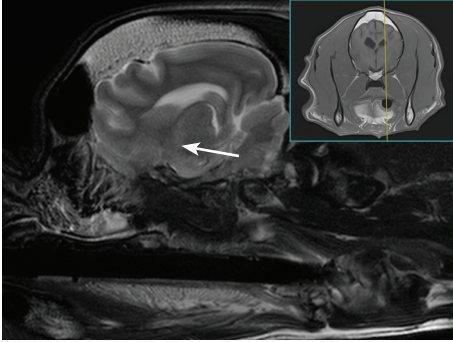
RM. Encéfalo: Plano sagital. Imagen T2.
